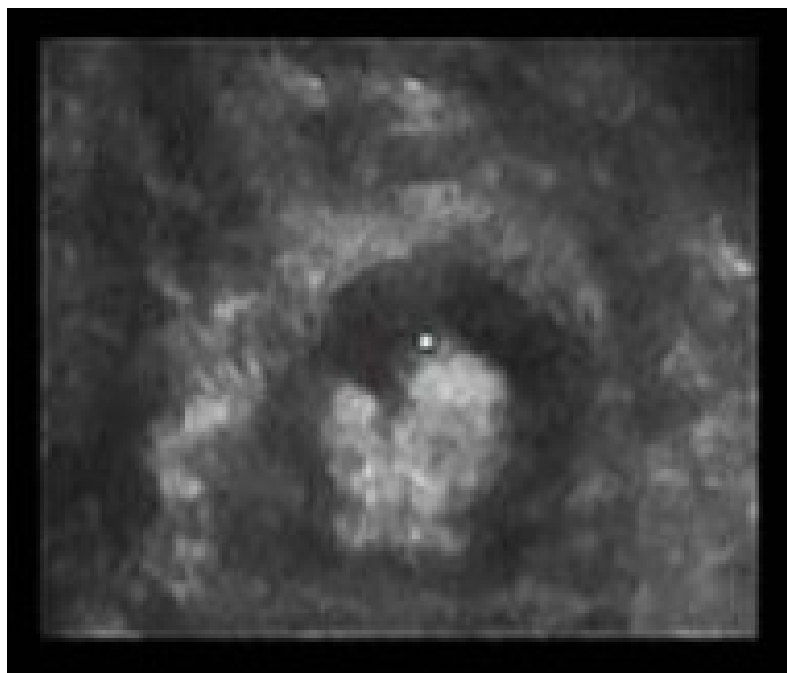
全斷的棘上肌 (supraspinatus) 肌腱破裂處在 3D 超音波影像的表現（白色部分）。
